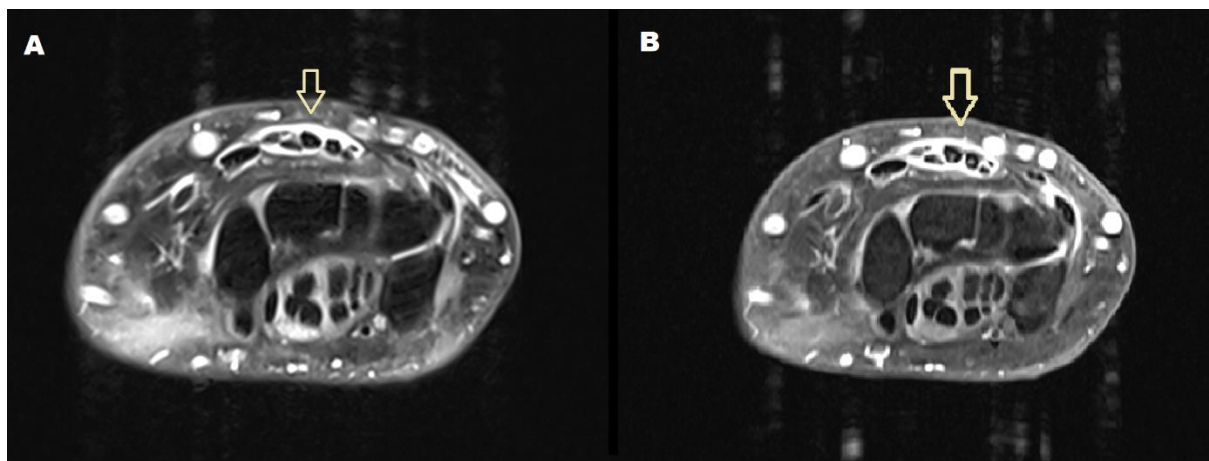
Darstellung von Tenosynovitiden in den MRT-Sequenzen
